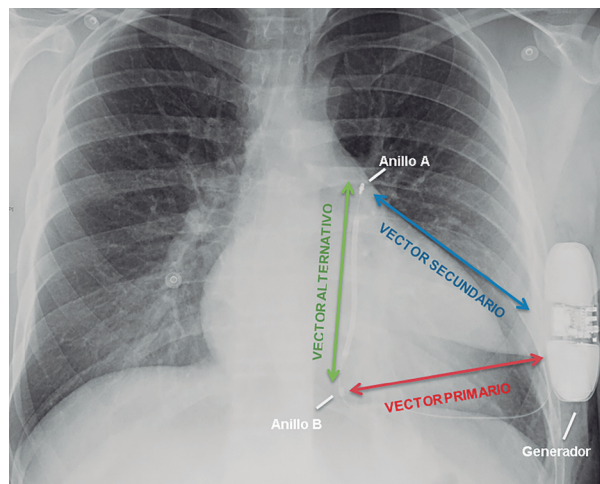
Radiografía de tórax de paciente con sistema implantado. Vectores de detección.
